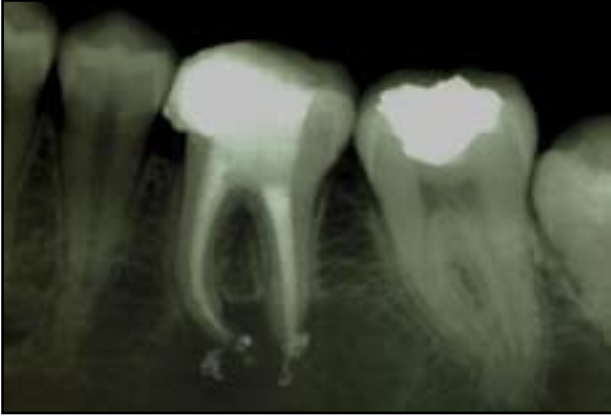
Teşhis radyografisi.
